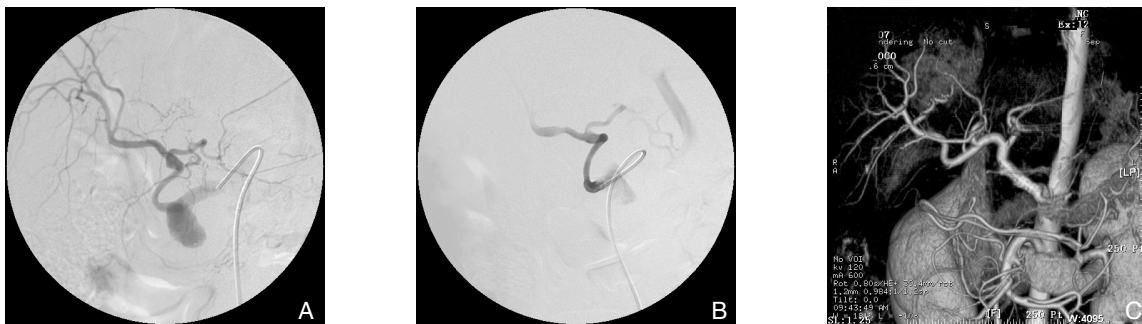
肝移植术后假性动脉瘤形成(47岁女性患者) A: 肝动脉造影证实肝动脉吻合口处假性动脉瘤形成; B: 行覆膜肝动脉支架植入术后复查造影显示假性动脉瘤消失; C: 术后13个月复查CT显示肝动脉通畅, 假性动脉瘤未显影
